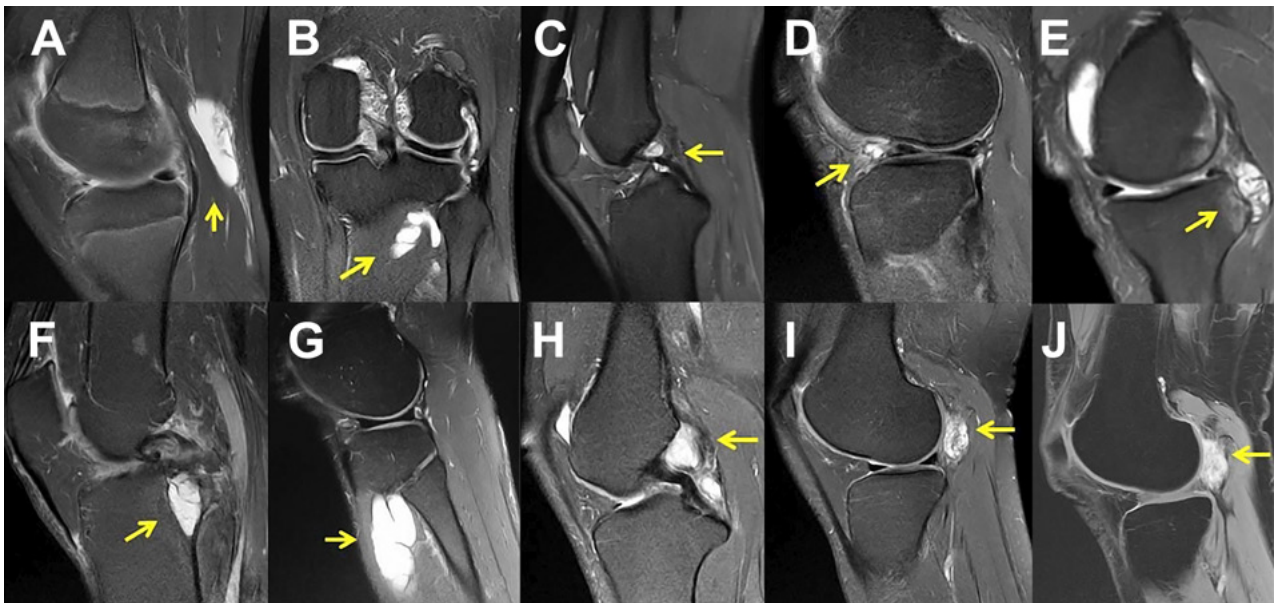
Imágenes de RM en secuencia T2. A) Quiste de Baker. B) Ganglión tibioperoneo posterior. C) Ganglión LCP. D) Quiste cuerno anterior menisco externo. E) Quiste cuerno posterior menisco interno. F) Quiste intraóseo tibial. G) Ganglión en zona proximal masa muscular extensores del pie. H) Quiste LCA y LCP. I-J) Hemangioma con contraste EV y sin este.
